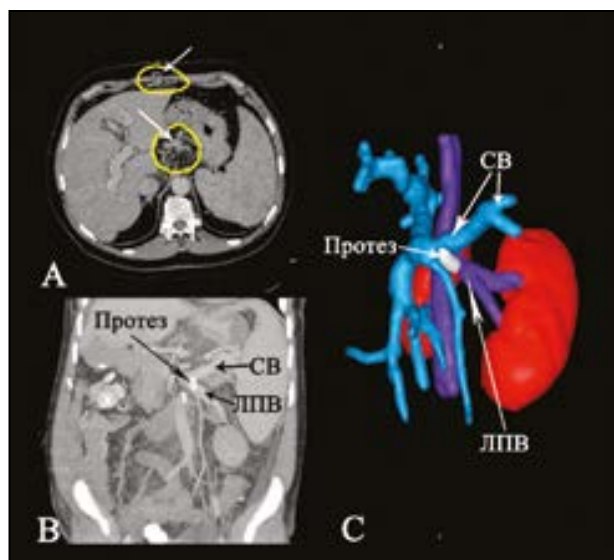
А – предоперационная компьютерная томограмма до шунтирования. Стрелками указаны выраженные венозные коллатерали передней брюшной стенки и малого сальника; В – контрольная компьютерная томограмма через 9 месяцев после операции. Селезеночная, левая почечная вены и кондуит проходимы. Отмечено уменьшение венозных коллатералей; С – трехмерная сосудистая реконструкция компьютерной томограммы после шунтирования. Примечание: СВ – селезеночная вена, ЛПВ – левая почечная вена
